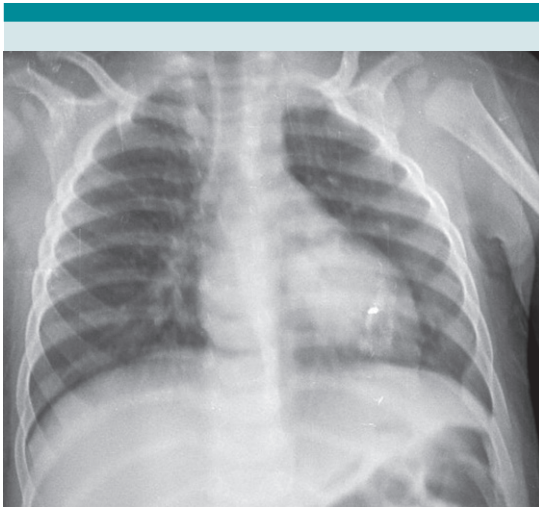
Radiografía de tórax postero-anterior. Se observa opacidades peribronquiales que adoptan un aspecto radiado de patrón intersticial de predominio en campo pulmonar derecho.
